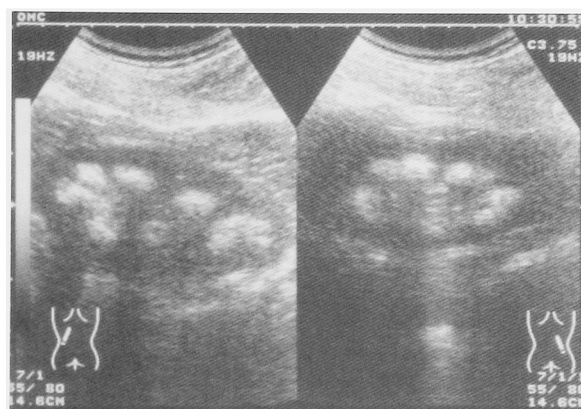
An abdominal ultrasound sonography demonstrates multiple high echoic lesions in the medullary positions of both kidneys.
